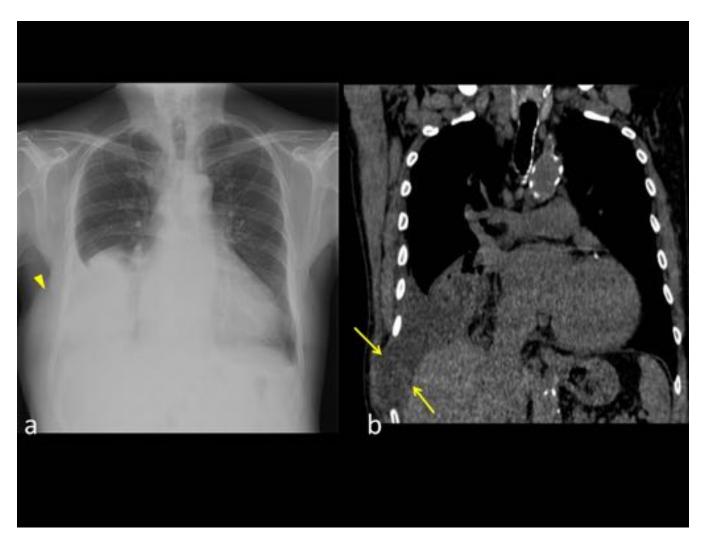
Caso 5: Radiografía simple (a) y TC reconstrucción coronal (b) en una paciente de 75 años. Se ve derrame pleural derecho, con atelectasia pasiva del LM y LID, que se extiende hacia partes blandas de la pared torácica lateral derecha, a través de los arcos costales laterales 8° y 9°(flechas). En la radiografía se ve un aumento de densidad de características extrapulmonares en región inferior y lateral del hemitórax derecho, compatible con derrame pleural derecho herniado.
